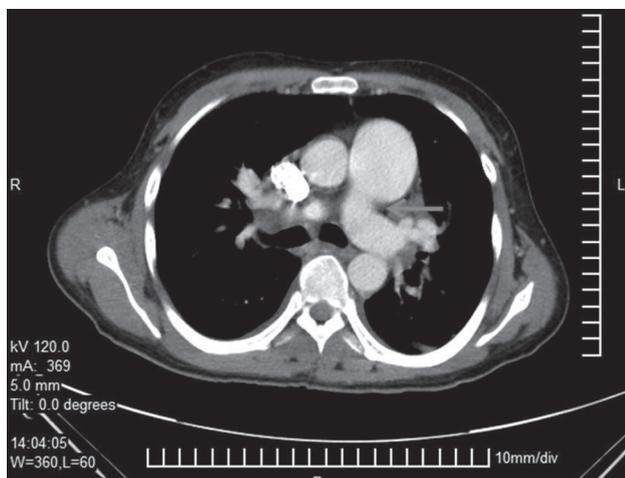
Reconstrucción de la tomografía de tórax.
